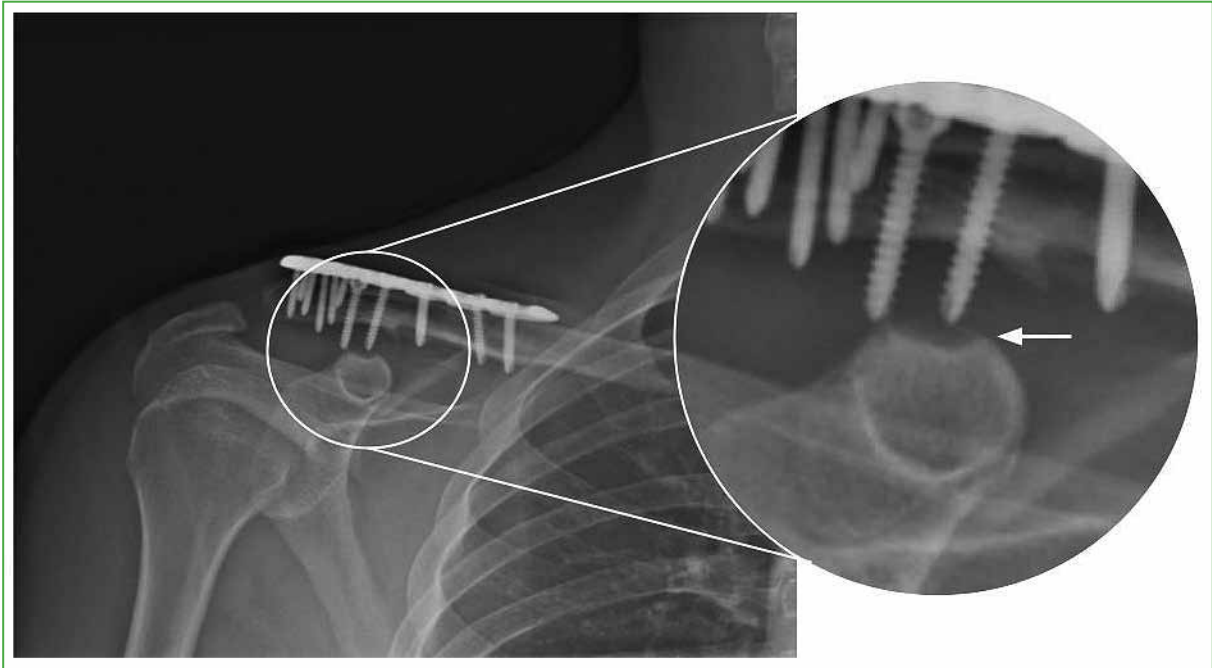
Radiografía anteroposterior de hombro derecho. Se observa el extremo distal del tornillo de cortical erosionando la apófisis coracoides.
